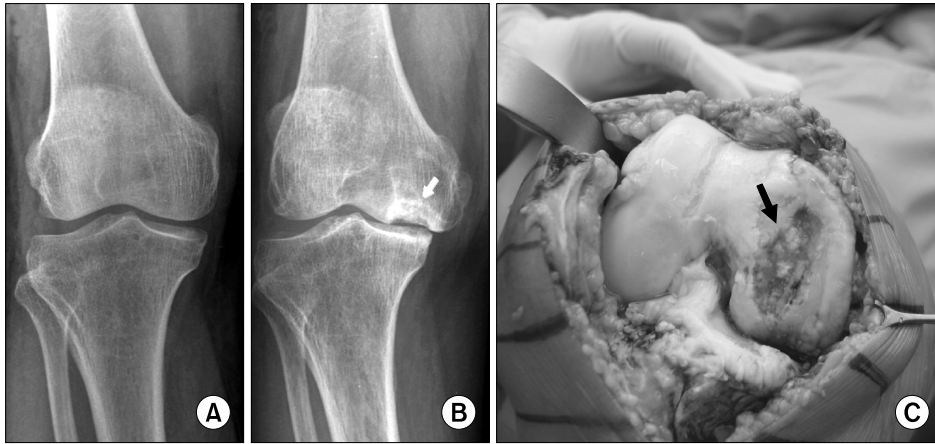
Standing anteroposterior radiographs of a 62-year-old female who suffered from right knee pain. (A) A radiograph taken at her first visit to our institution shows only minimal osteoarthritic change of the knee joint. (B) A radiograph taken 8 months after her first visit shows a large osteonecrotic lesion in the medial femoral condyle (white arrow). (C) An intraoperative photograph shows osteonecrotic lesion involved the medial femoral condyle (black arrow).
